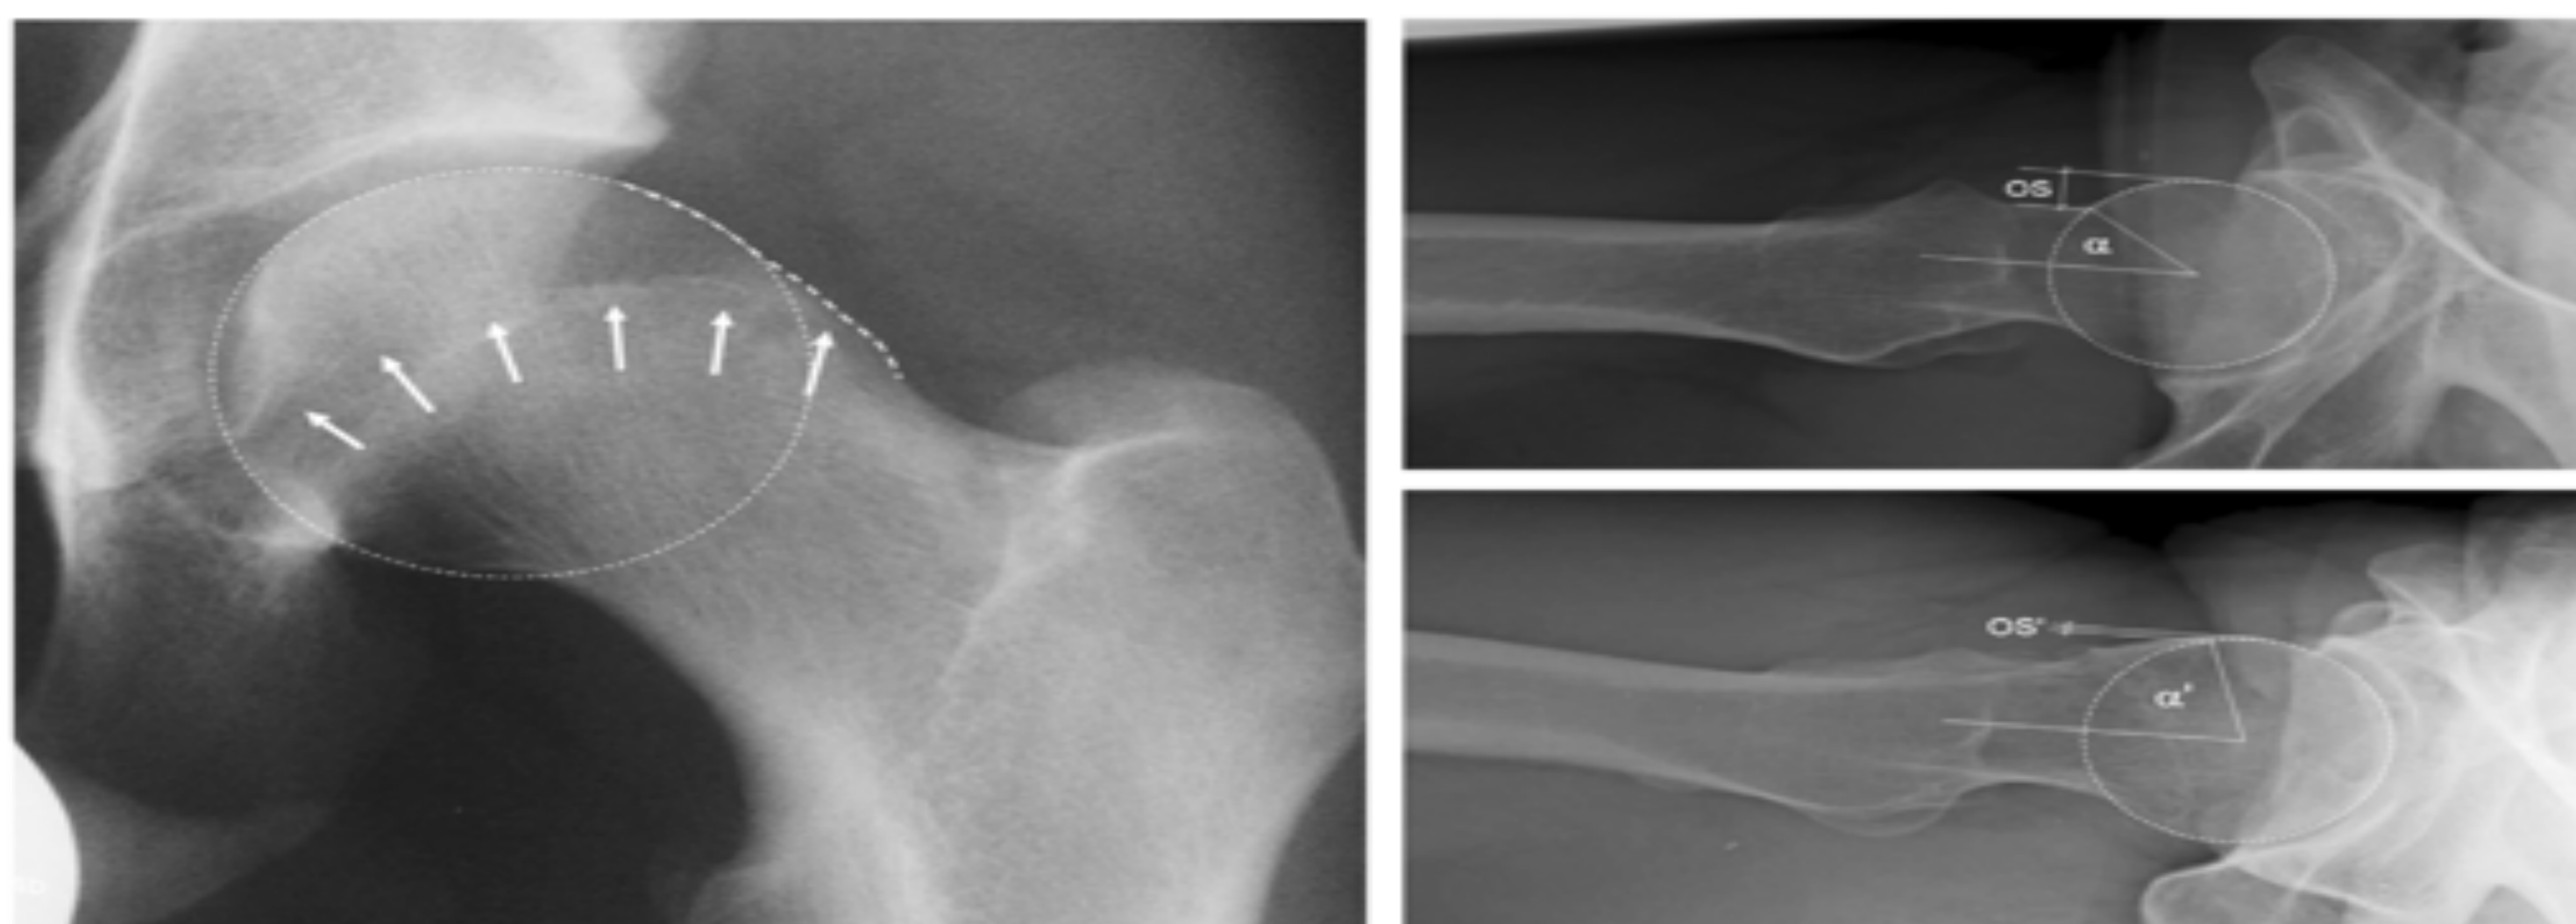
Radiografía AP de cadera. Varón joven deportista con coxalgia derecha y deformidad en articulación derecha tipo CAM con deformidad en empuñadura de pistola. Hospital Clínico San Carlos,.
